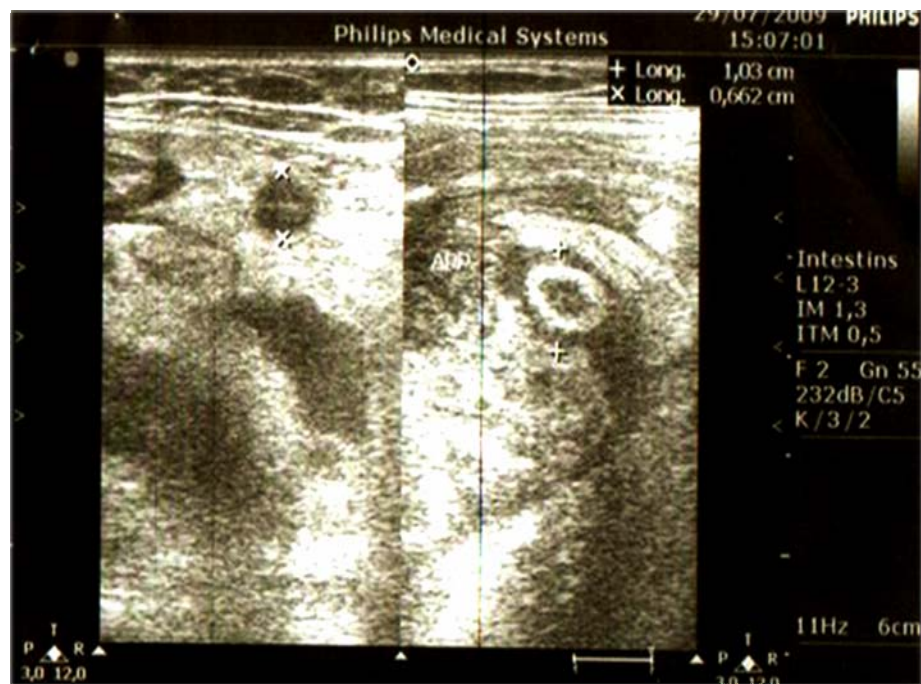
image échographique montrant le diamètre appendiculaire transverse supérieur à 6mm.
